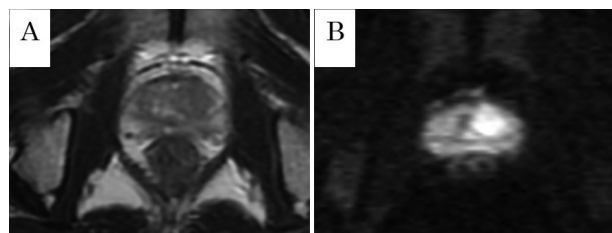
A : T2-weighted MRI showing a low signal area in the left lobe of the prostate.
